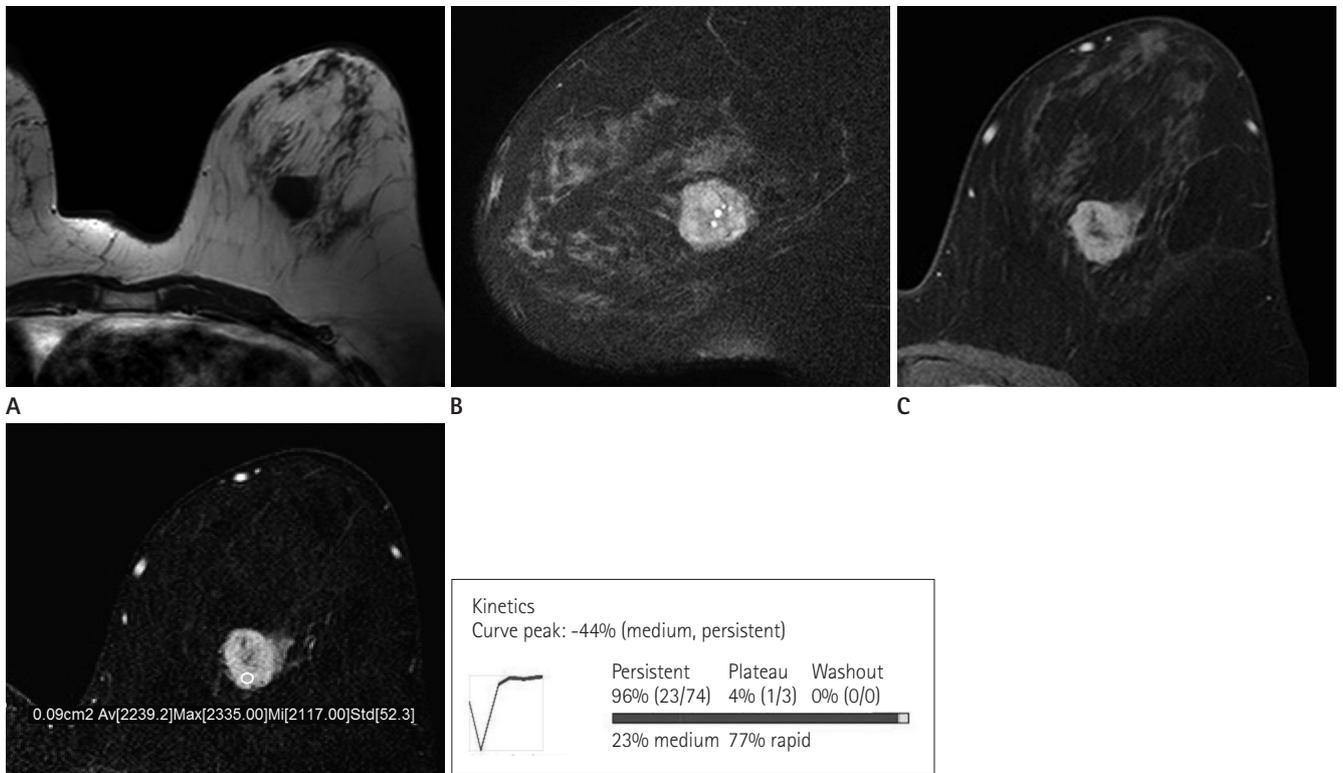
MRI findings of adenoid cystic carcinoma in the breast.
